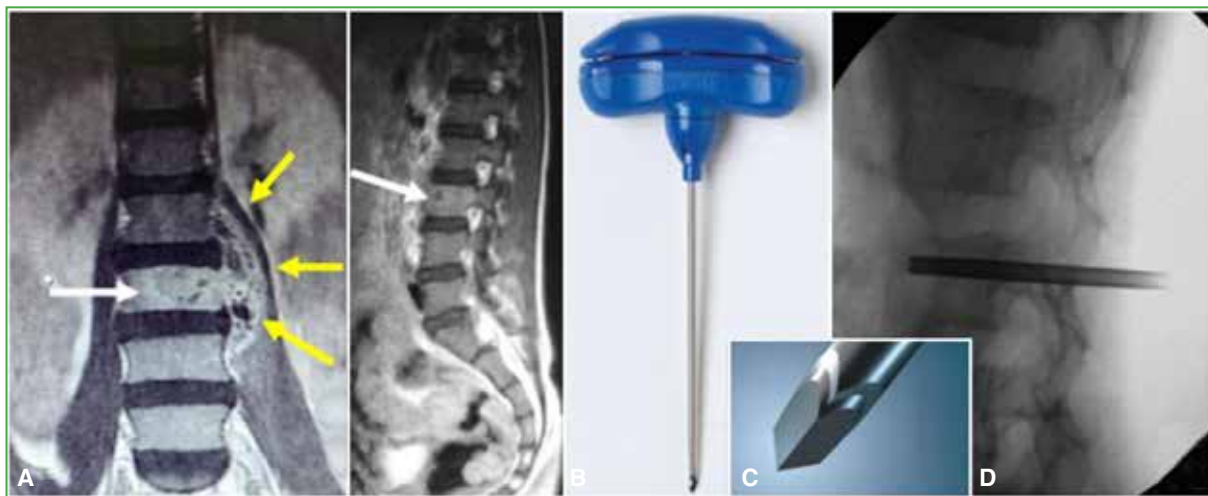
Niño de 10 años, con lumbalgia y síndrome febril. A. Resonancia magnética de columna lumbar, cortes coronal y sagital, en tiempo de relajación T1. Espondilitis de L3 (flechas blancas) y absceso concomitante del músculo psoas izquierdo (flechas amarillas). B y C. Aguja de Jamshidi y su trócar. D. Biopsia percutánea transpedicular con intensificador de imágenes.
